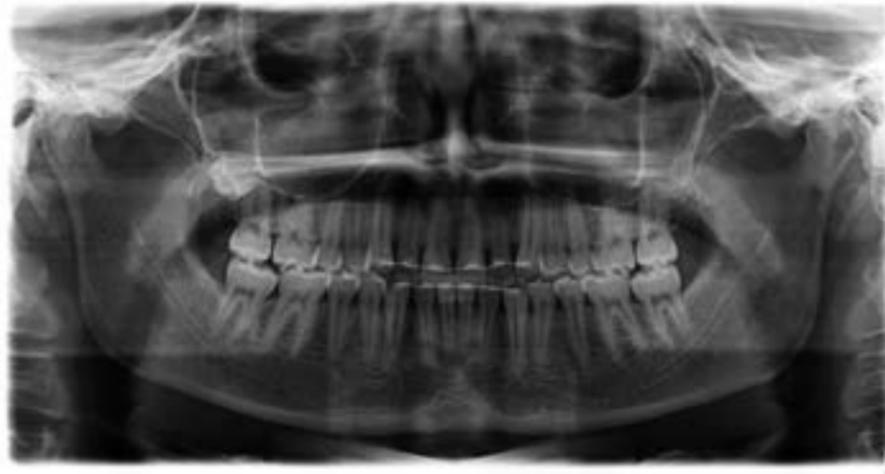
OPG nach abgeschlossener Behandlung. Die Retainer sind in situ. Zahn 18 ist röntgenologisch nachweisbar.
